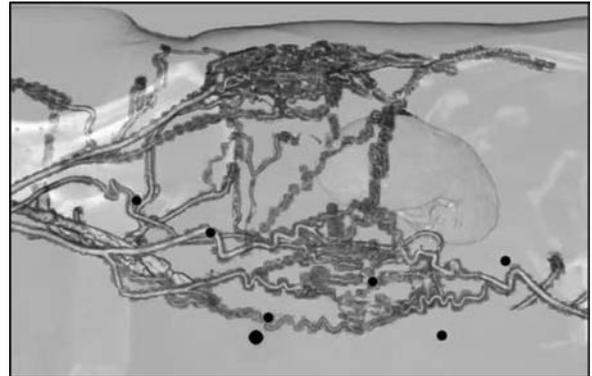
The trocar position was determined by 3D reconstruction of the collateral arteries network using CT images.
